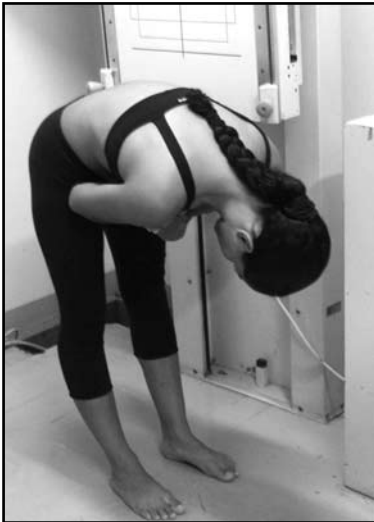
Posição para radiografia em flexão do tronco.
